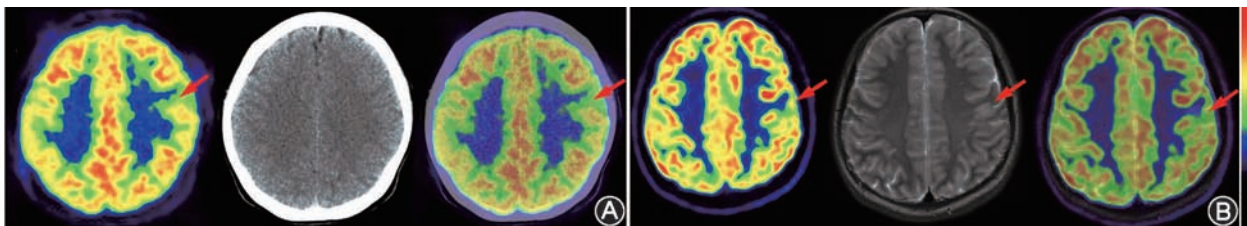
左额叶微小致痫区患者(女,14岁,发作性口角抽动伴右面部麻木10个月余)¹⁸F-FDG PET/CT与PET/MR显像图 A. ¹⁸F-FDG PET/CT脑显像图未见明显异常(箭头示);B. ¹⁸F-FDG PET/MR脑显像图显示MR所示左额叶中央前回异常信号处皮质代谢减低(箭头示)
